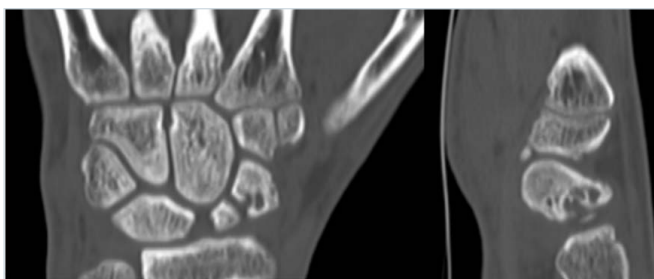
TC che mostra presenza di cisti e riassorbimento.
